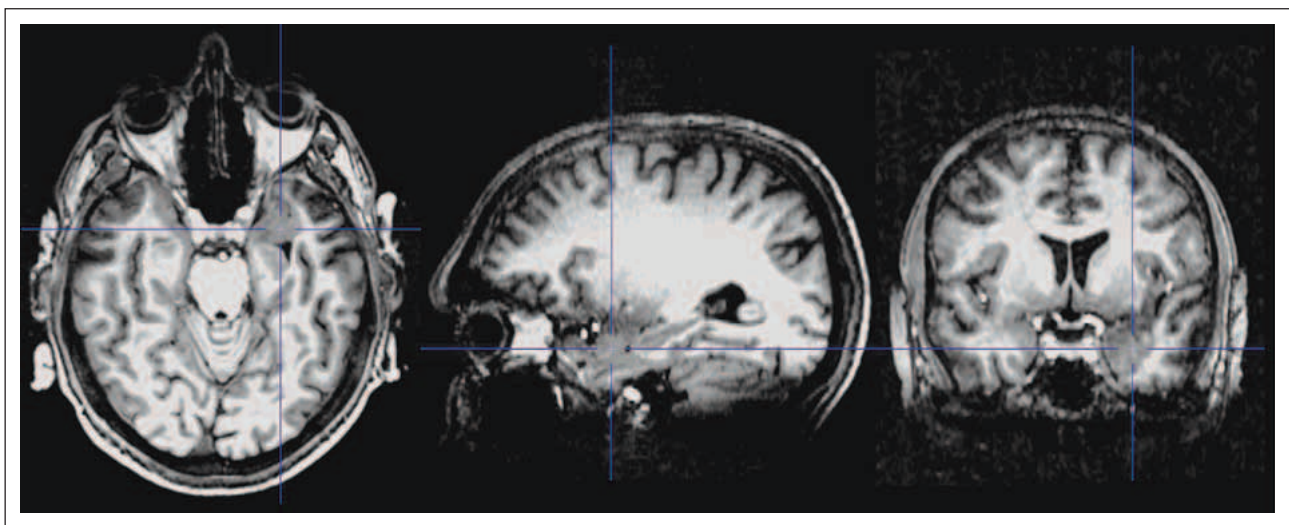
Strukturelle triplanare Darstellung mit Magnetresonanztomographie (MR, T₁-gewichtet). Das Fadenkreuz indiziert die Region der Raumforderung links mediotemporal.
